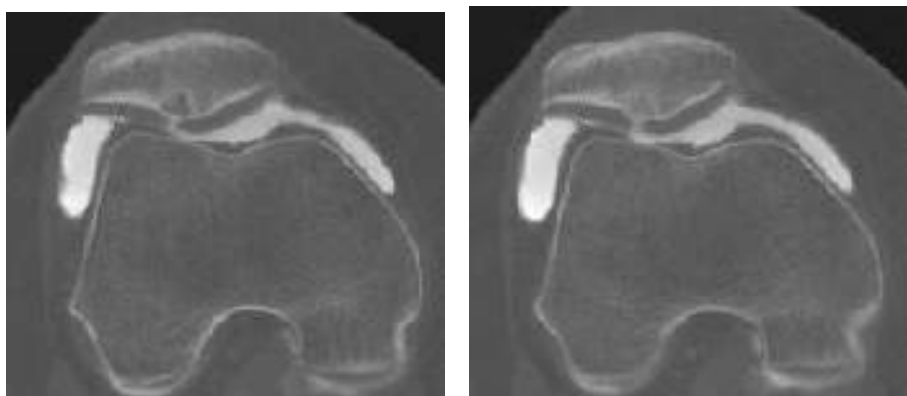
Condropatia di IV grado dell'emifaccetta articolare rotulea laterale. Artro-TC del ginocchio mediante scansioni assiali che dimostra una fissurazione a tutto spessore della cartilagine di rivestimento della faccetta articolare rotulea laterale con penetrazione di mdc iodato ed esposizione dell'osso subcondrale.
